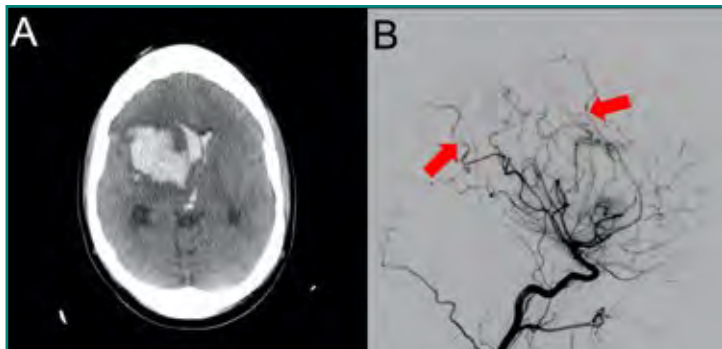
Mujer joven en período de puerperio, con cefalea intensa. A: TC sin contraste i.v., imagen en plano axial. Hematoma intraparenquimatoso abierto a ventrículos; B: arteriografía cerebral. Signos de espasmo cerebral (flechas rojas) en arterias del hemisferio cerebral derecho.
